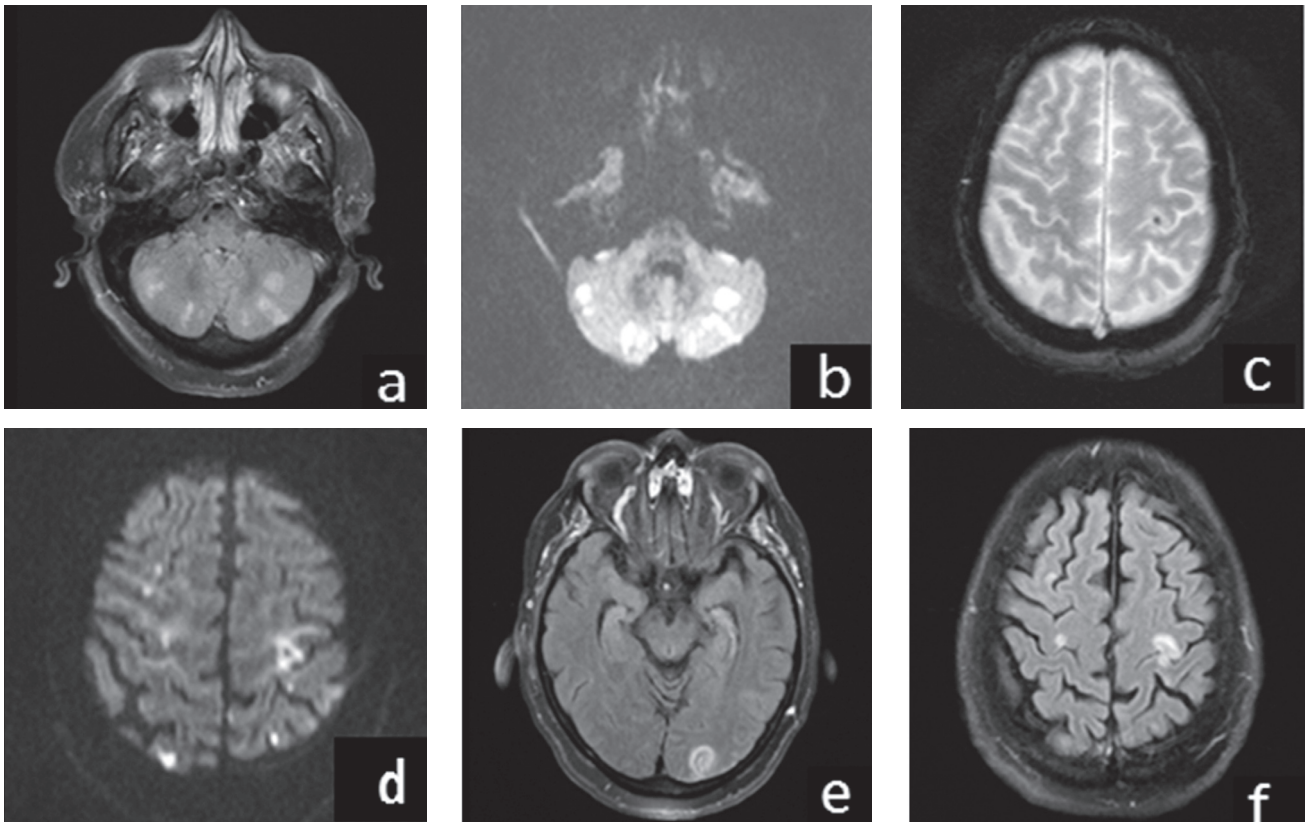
Resonancia magnética cerebral simple y contrastada. Se observan múltiples infartos agudos en diferentes territorios vasculares; a: secuencia T2; b y d: secuencias de difusión. C: eco gradiente; e y f. Secuencia FLAIR
